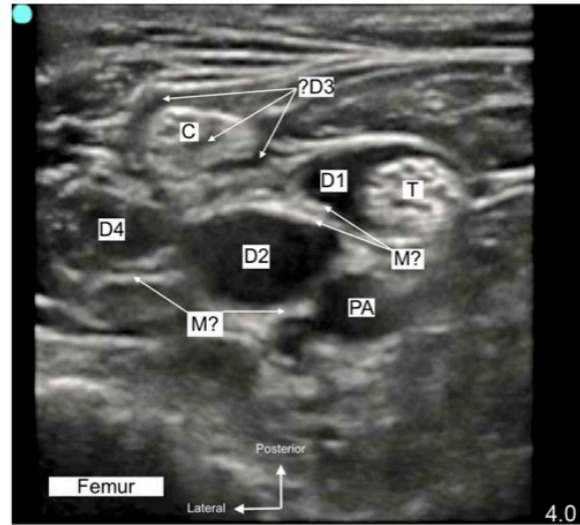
Sonogram of a popliteal sciatic nerve from this study. Numerous fluid-filled "doughnuts" are formed (D1, D2, D3, and D4). The tibial nerve component of the popliteal sciatic nerve is marked as T and C is its common peroneal (fibular) component. The various membranes marked as M? cannot be identified with the ultrasound used for this study. PA is the popliteal artery. [Color figure can be viewed at wileyonlinelibrary.com]
